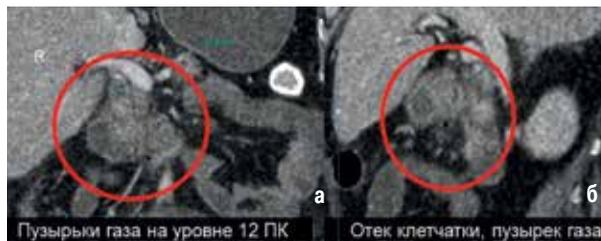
КТ органов брюшной полости пациентки X., 49 лет от 16.01.2017 г., демонстрирующая признаки ретродуоденальной перфорации (пузырьки газа)
